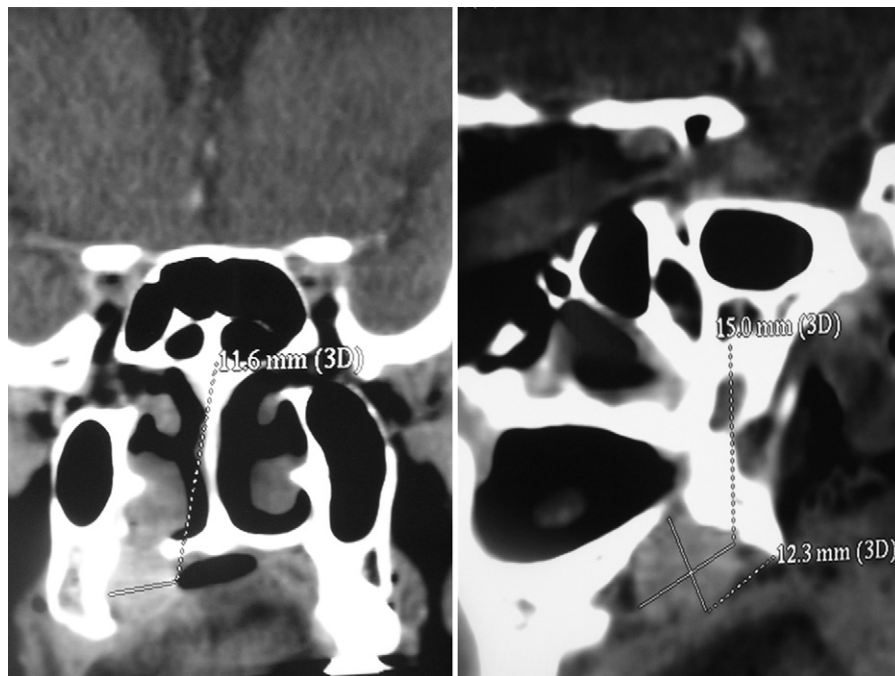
TDM : formation tissulaire, ovale, bien circonscrite et homogène de l'hémipalais postérieur droit (à gauche : coupe coronale, à droite : coupe sagittale).
